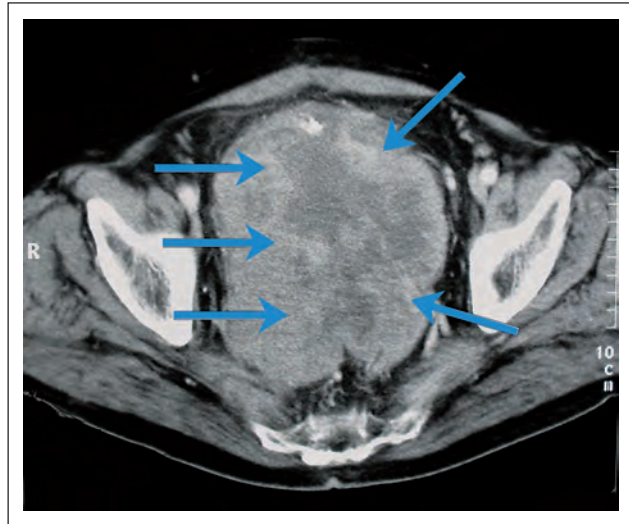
Computertomographie mit dem ausgedehnten Lokalrezidiv in der Ileumneoblase (Pfeile).
